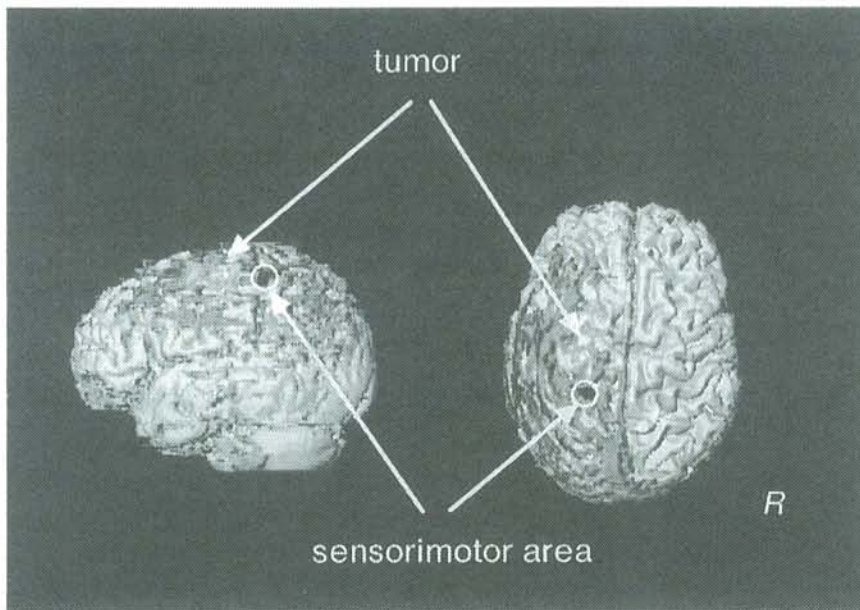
Axial and sagittal MR imaging of the patient with glioblastoma multiforme in the frontal lobe
